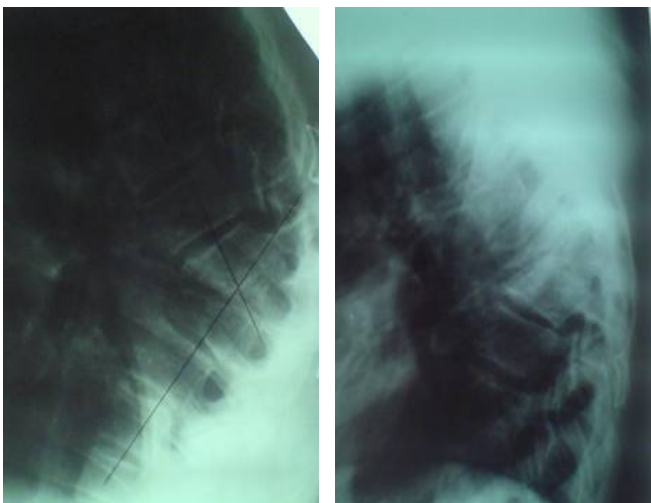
Рентгенограмма грудного отдела позвоночника ребенка Б., 11 лет, через 5 лет после операции, угол кифоза 49° (а); передне-боковой спондилодез и задняя фиксация проволокой на уровне Th8-Th11,частичное костное блокирование, угол кифоза (45° по Cobb'a) .
